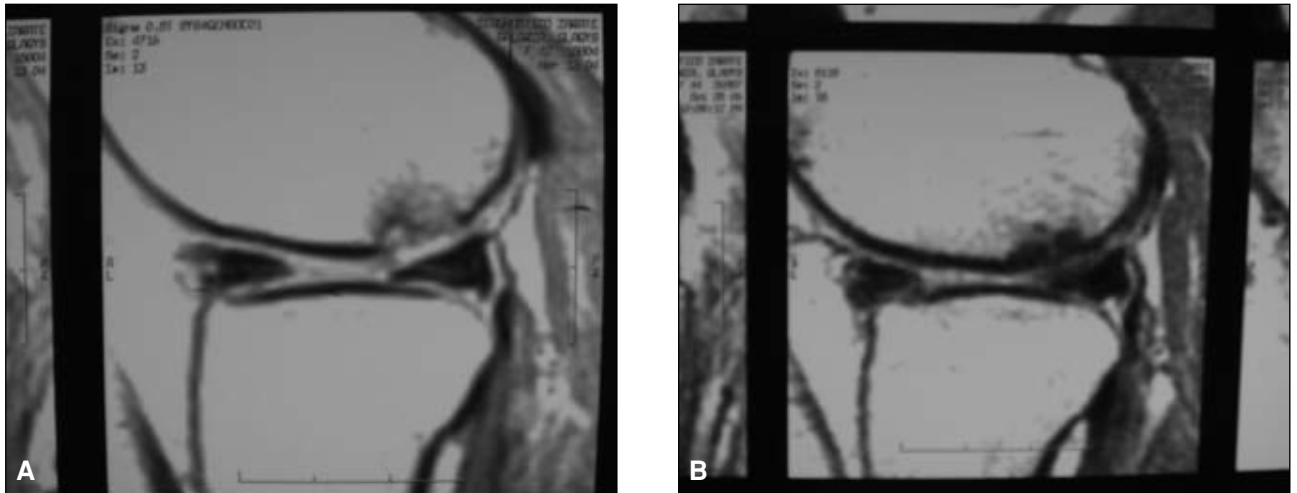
A. Corte sagital de rodilla que muestra una lesión osteocondral de 10 mm en el cóndilo externo. B. Resonancia magnética a los 2 años de la colocación del injerto osteocondral. Se observa una mínima desalineación con el hueso subcondral y el cartílago en el defecto.
